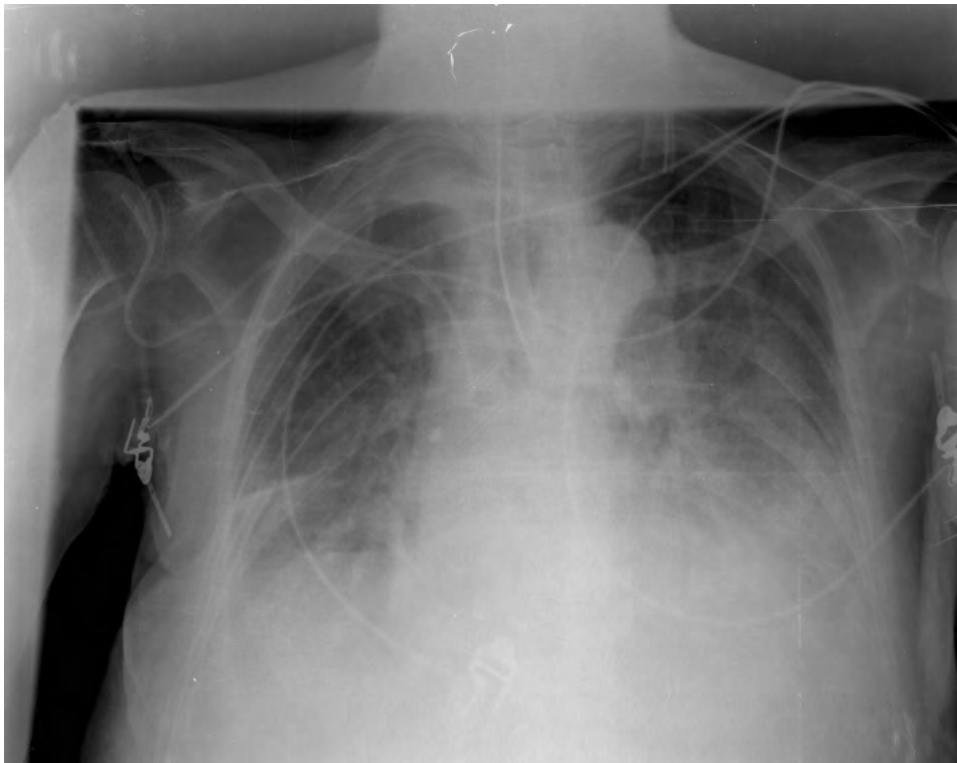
Radiografía de tórax realizada pocos minutos después de la figura 1, en la que no se observa la imagen de pliegue cutáneo (o falso neumotórax).
